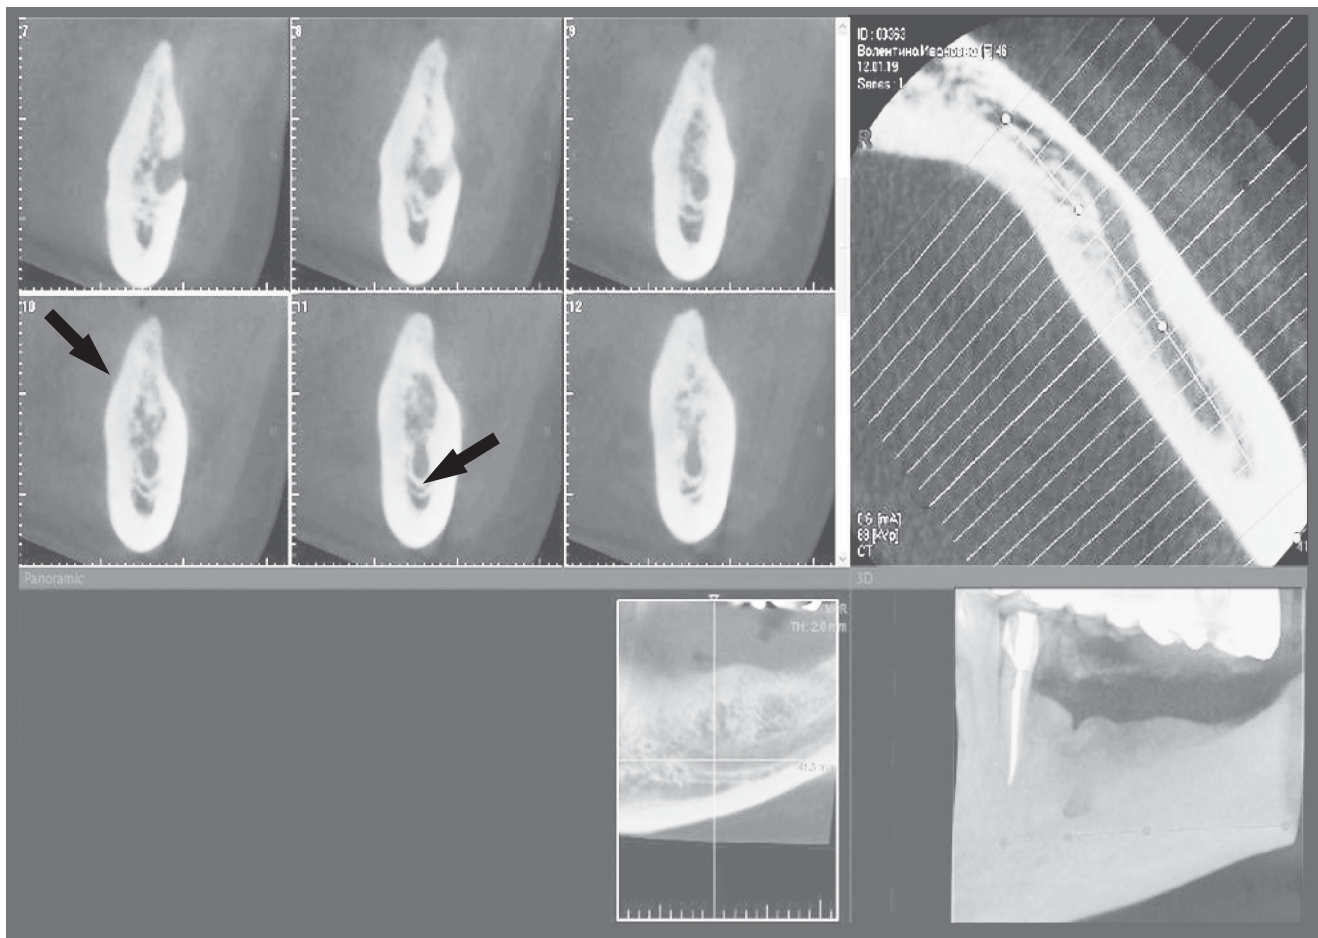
Конусно-лучевая томография нижней челюсти. Планирование дентальной имплантации в области отсутствующих 3–6-го зубов. Определяется достаточный объем костной ткани, но ширина альвеолярного отростка не позволяет выполнить дентальную имплантацию в один этап. Альвеолярный гребень слишком тонок, необходима предварительная подготовка в виде операции «расщепления гребня». Изменения толщины альвеолярного гребня заподозрить на ортопантограмме не представляется возможным из-за суммации теней
